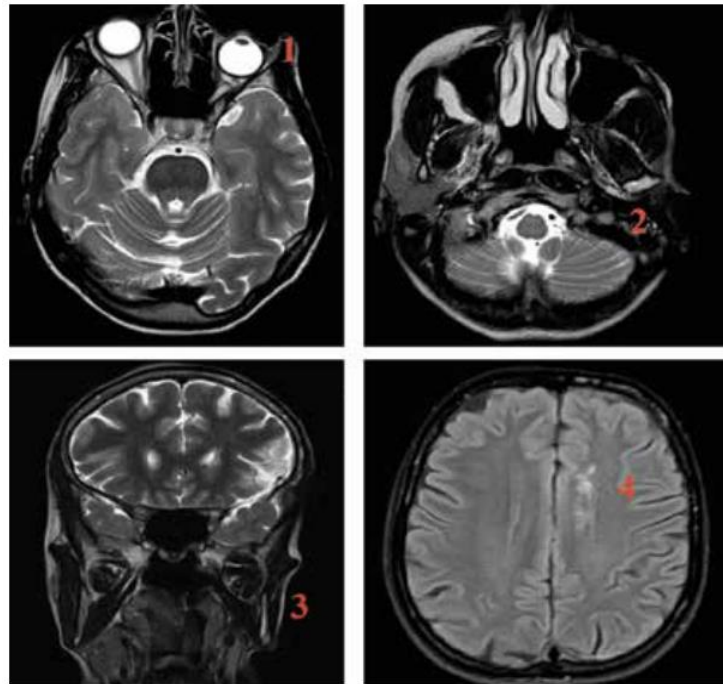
Результаты магнитно-резонансной томографии головного мозга. Режимы T2- и FLAIR-ВИ, SWI. Изменения при синдроме Парри–Ромберга: левосторонний энтофтальм, извитость левого зрительного нерва, уменьшение количества внутриорбитальной жировой клетчатки (1); атрофия левой околоушной слюнной железы (2); гипотрофия левой жевательной мышцы и подкожно-жировой клетчатки (3); очаговые изменения в головном мозгу неспецифического характера, вероятнее всего, сосудистого генеза (4) [37]
